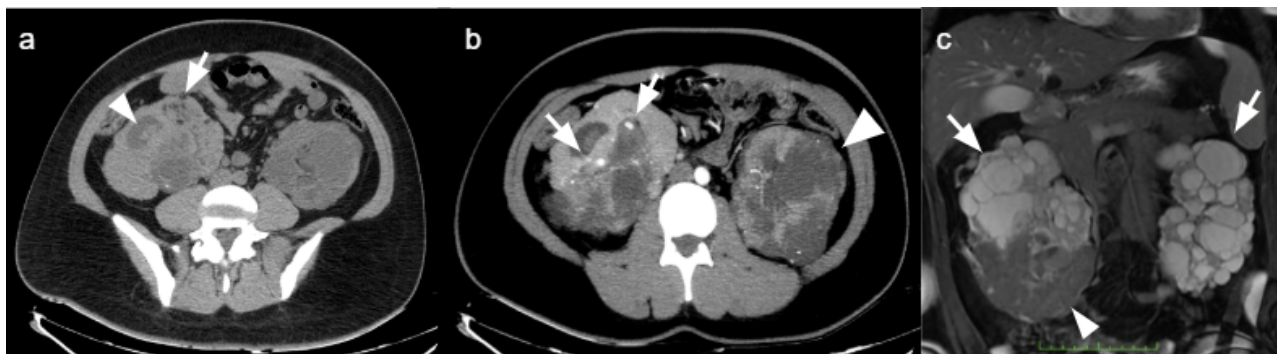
a) TC não realçada evidenciando múltiplas massas pequenas com atenuação de gordura no polo inferior do rim direito, consistente com AMLs (seta). Material hiperatenuante preenchendo a pelve renal dilatada e cálices devido a hematúria (ponta da seta). b) TC de fase arterial de projeção de máxima intensidade evidenciando pseudo-aneurismas/aneurismas intrarrenais no polo inferior do rim direito (setas) e cistos corticais bilaterais (ponta da seta). c) Imagem de ressonância magnética, corte coronal ponderado em T2 com supressão de gordura mostra múltiplos cistos bilaterais simples com paredes finas e regulares (setas). Parênquima renal é mostrado no polo inferior do rim direito (ponta da seta).
